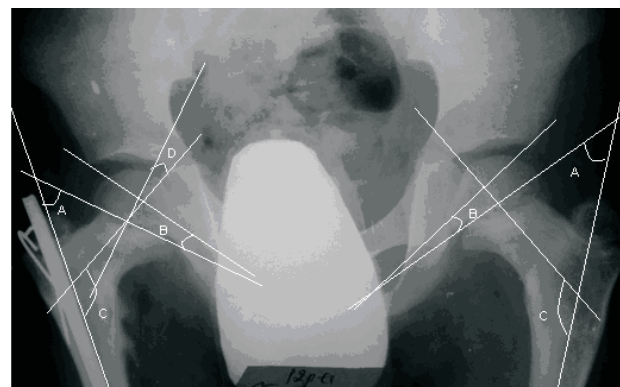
Radiografia bolnavului V. după corecție chirurgicală pe etape, la ablația fixatorilor.
